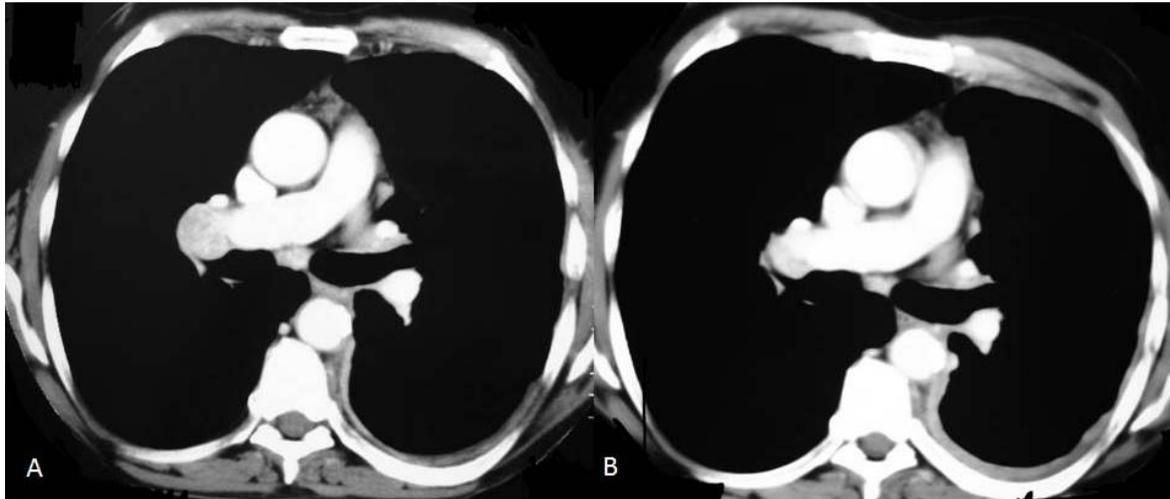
Tomografias de tórax de paciente com derrame pleural neoplásico (hemitórax esquerdo) submetido à pleurodese. A) Tomografia realizada no quarto dia pós-pleurodese (T0) demonstrando EPI Total. B) Tomografia realizada no 30º dia pós-pleurodese demonstrando manutenção da expansão pulmonar.
